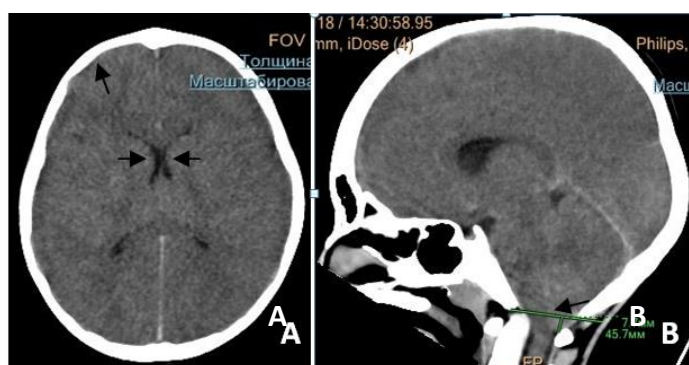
КТ ребенка С. Диагноз: пневмококковый менингоэнцефалит. Сужение САП, щелевидные желудочки (А), смещение миндалин мозжечка в большое затылочное отверстие (В).
